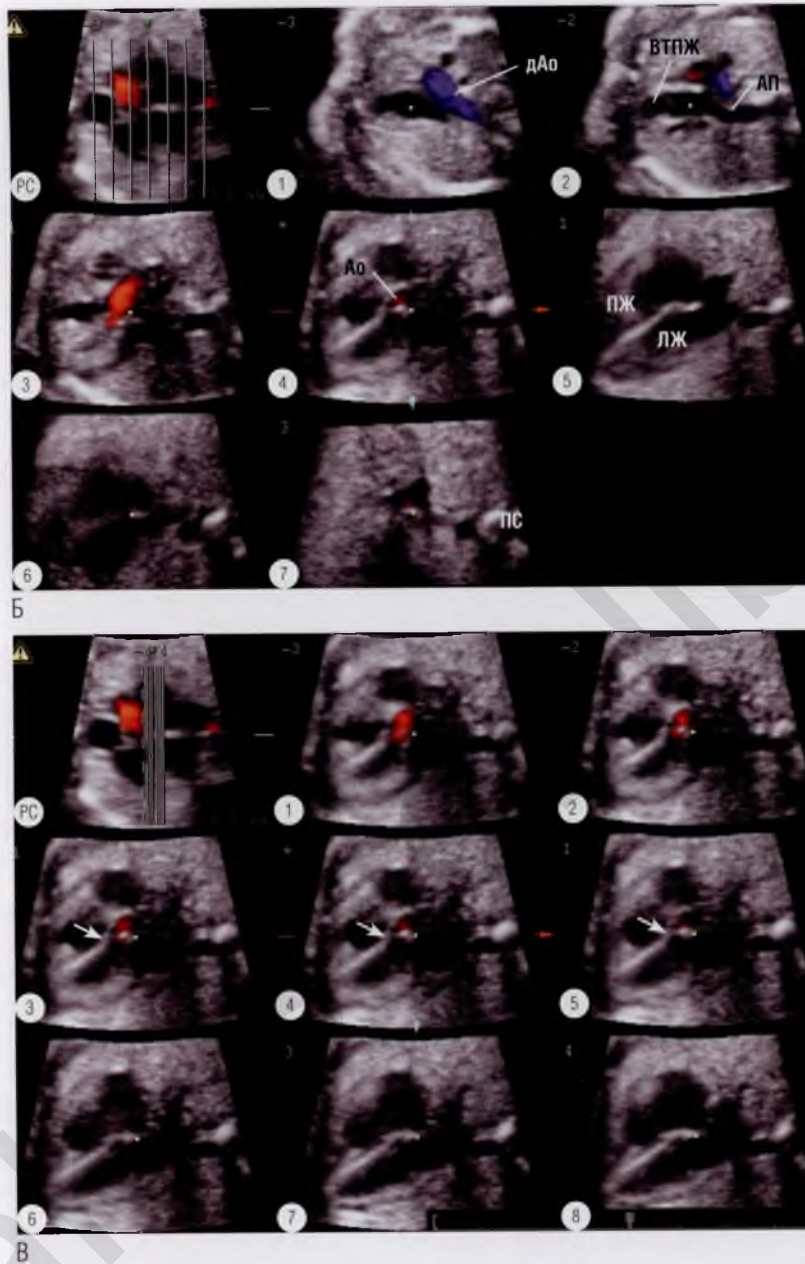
продолжение (Б) Те же изображения, что и на (А), но полученные при цветовом доплеровском картировании кровотока в фазу систолы. Кровоток в восходящем отделе аорты направлен к датчику и имеет красный цвет, а в дуге аорты — направлен от датчика и имеет синий цвет. В легочном стволе кровотока не видно в связи с тем, что ультразвуковой луч проходит под прямым углом к потоку. (В) Тот же плод, что и на (А, Б). Срезы сделаны с интервалом 0,5 мм. Сравните референсные срезы на (А, В), чтобы оценить анатомические особенности креста сердца и корня аорты. Серия из восьми параллельных томографических ультразвуковых срезов позволяет, например, внимательно изучить мембранозный отдел межжелудочковой перегородки (стрелки). ▶
